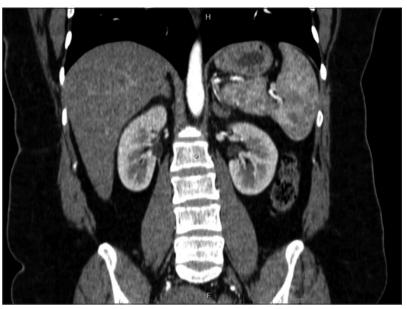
Corte coronal de tomografía computada en fase arterial, donde se evidencian múltiples imágenes hipodensas esplénicas.
